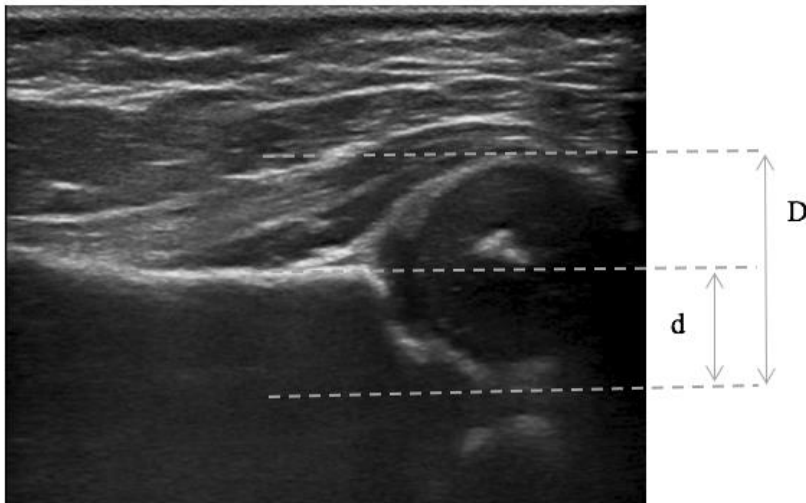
Cálculo de la cobertura ósea de la cabeza femoral. Ecografía del Dr. Vázquez Castelo.
